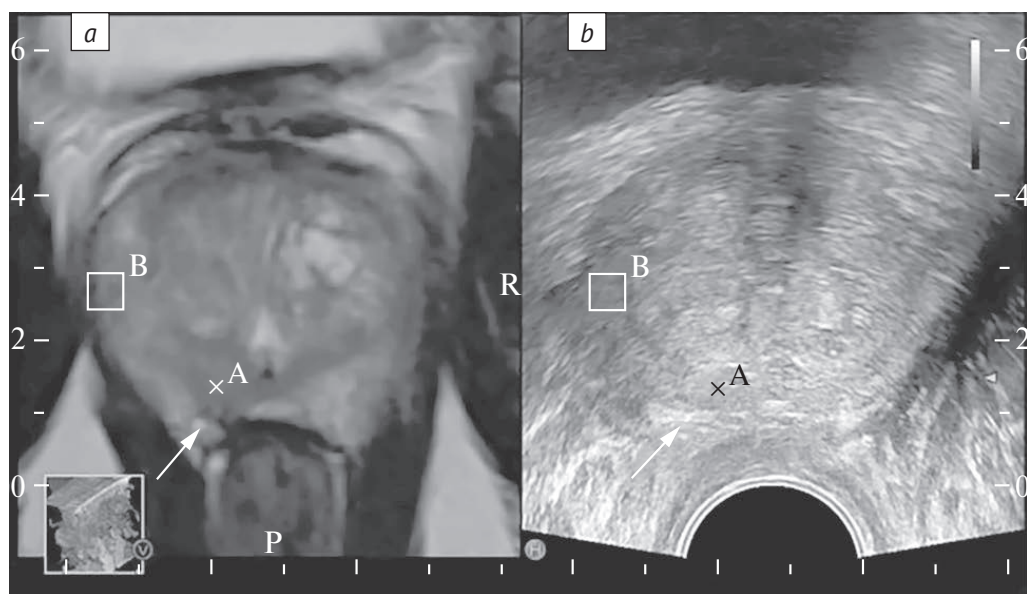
Пациент 3., 66 лет. УЗИ-МРТ-совмещение во время проведения биопсии:
